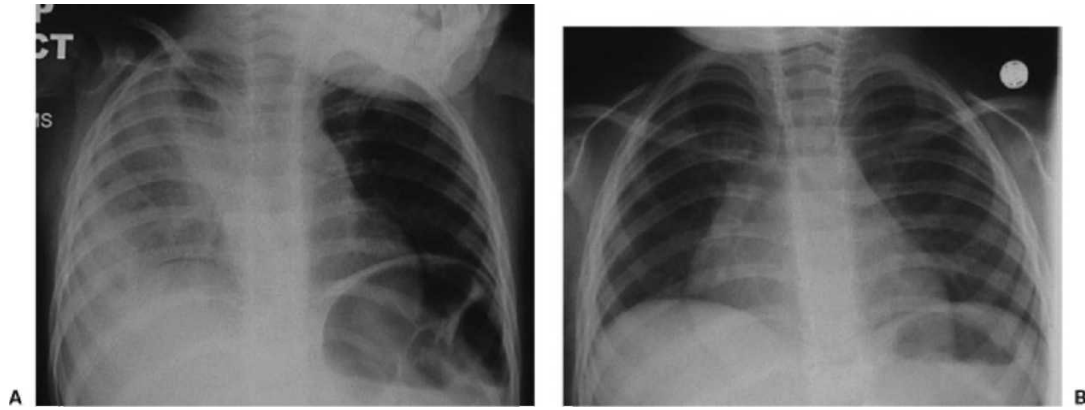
[206]: radiographie thoracique d'un enfant de 2ans traité par fibrinolyse : (A) avant le drainage (B) après 6 semaines.
